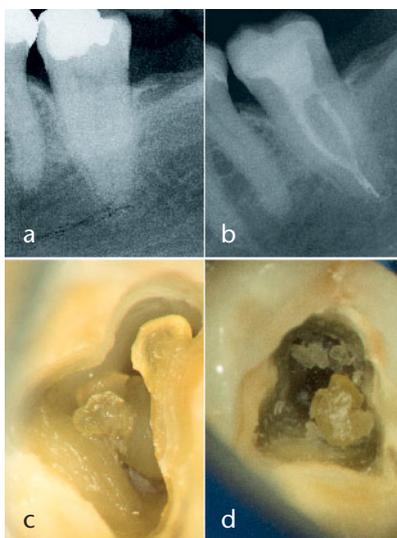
Dentikel können bereits im Röntgenbild identifiziert werden (oben links, a). Beispiele für Dentikel, die das Lumen des Pulpakavums einengen und den Zugang zu den Wurzelkanälen erschweren (unten, c, d). Röntgenaufnahme nach Abschluss der Behandlung. (oben rechts, b).
